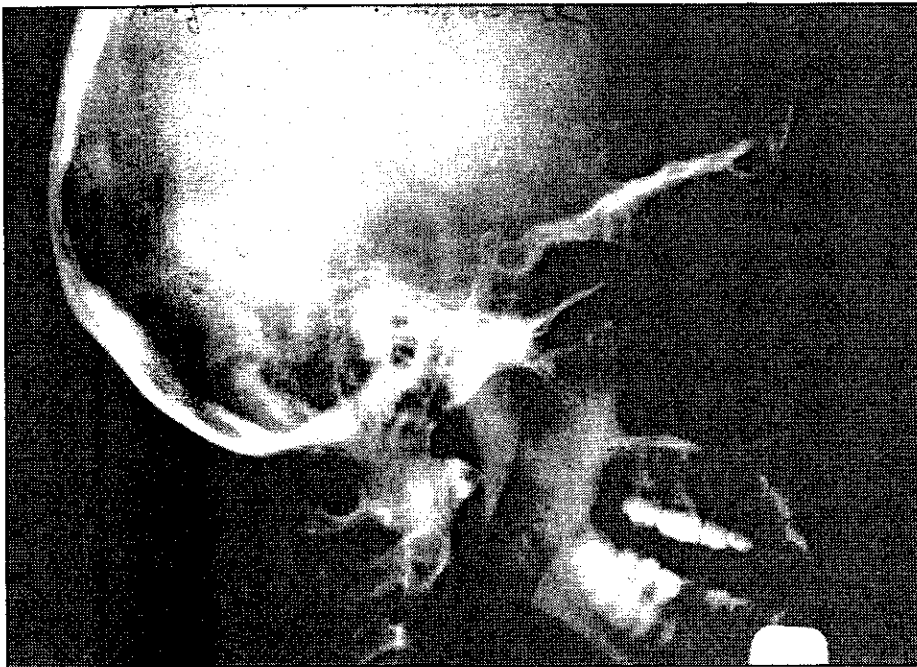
Radiografía lateral de cavum. Tumoración bien delimitada con densidad de partes blandas, que ocupa casi todo el cavum.
